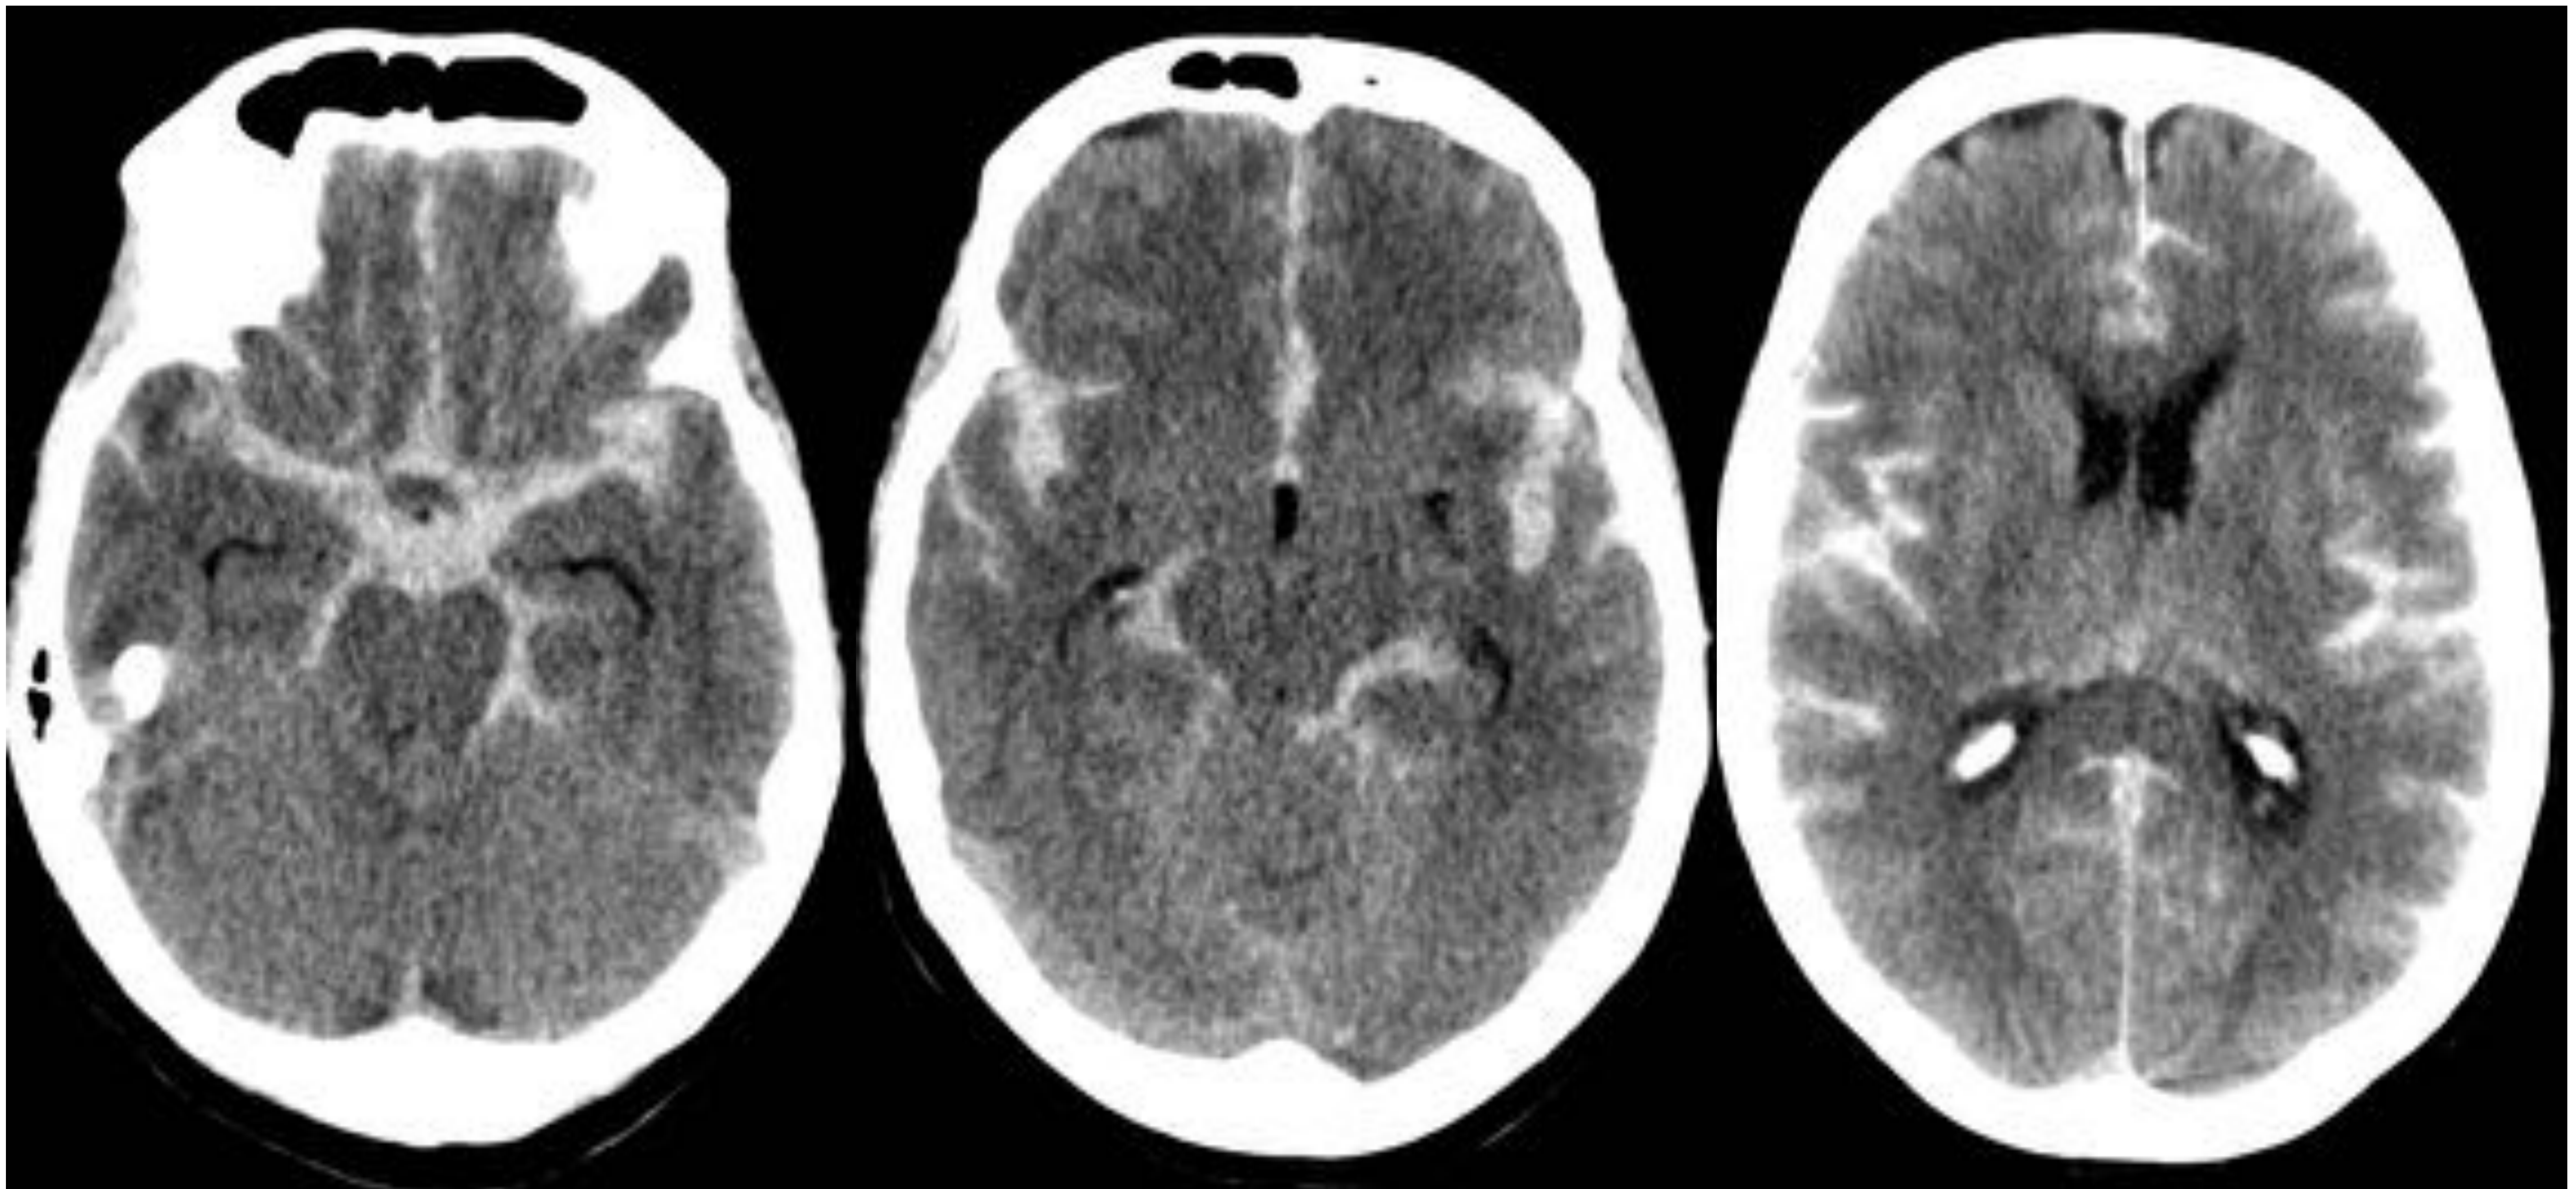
TC cerebral de un paciente con HSA difusa con angioTC y arteriografía cerebral negativa
